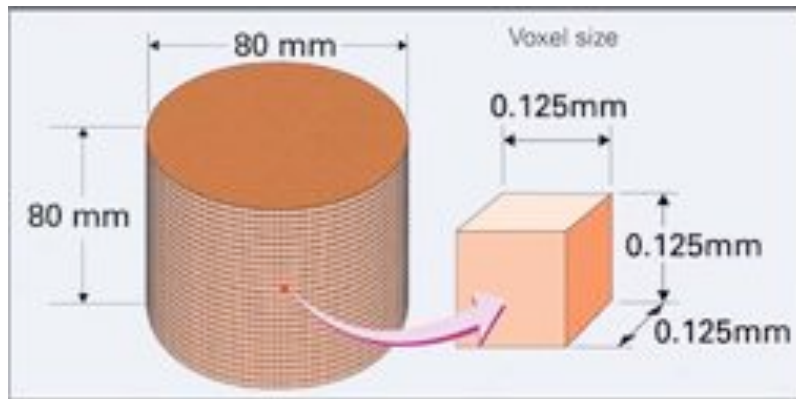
Funktionsprinzip der CBCT
